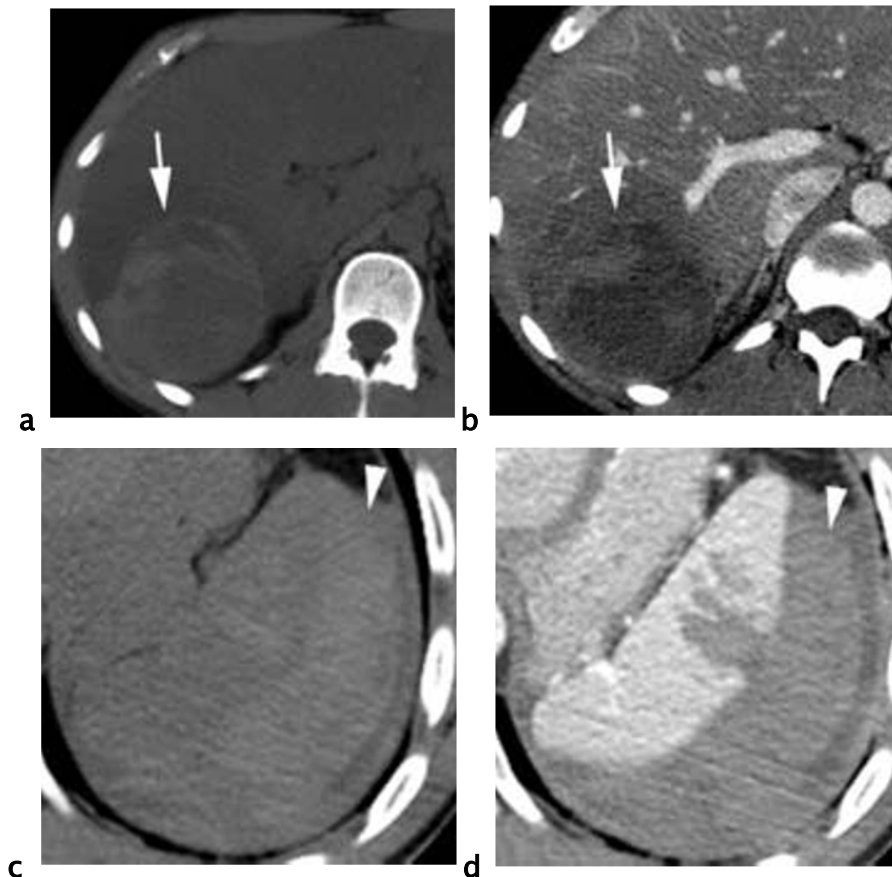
Hématome parenchymateux hépatique (a-b) et sous capsulaire splénique (c-d) en TDM.
